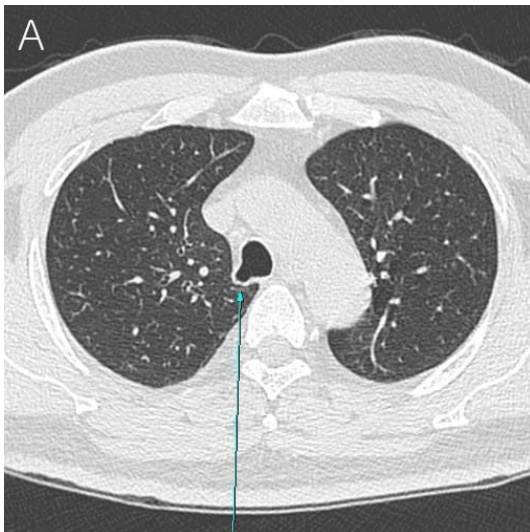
(A) Chest computed tomography shows a right side tracheal diverticulum (arrow). (B) 3-dimensional bronchus CT scan shows trachea diverticulum arising from the right side wall of the lower trachea.
